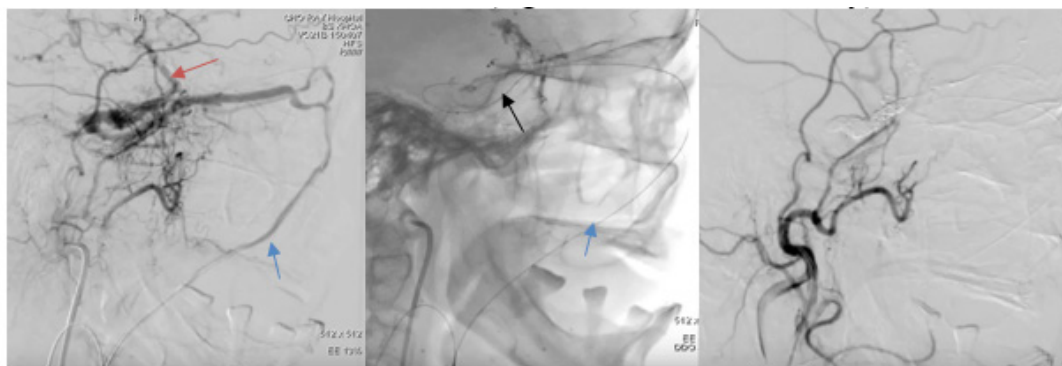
Hình ảnh MRI: Giãn TM mắt trên trái Hình DSA: Dò ĐTM màng cứng não trước và sau tắc bằng Coils
